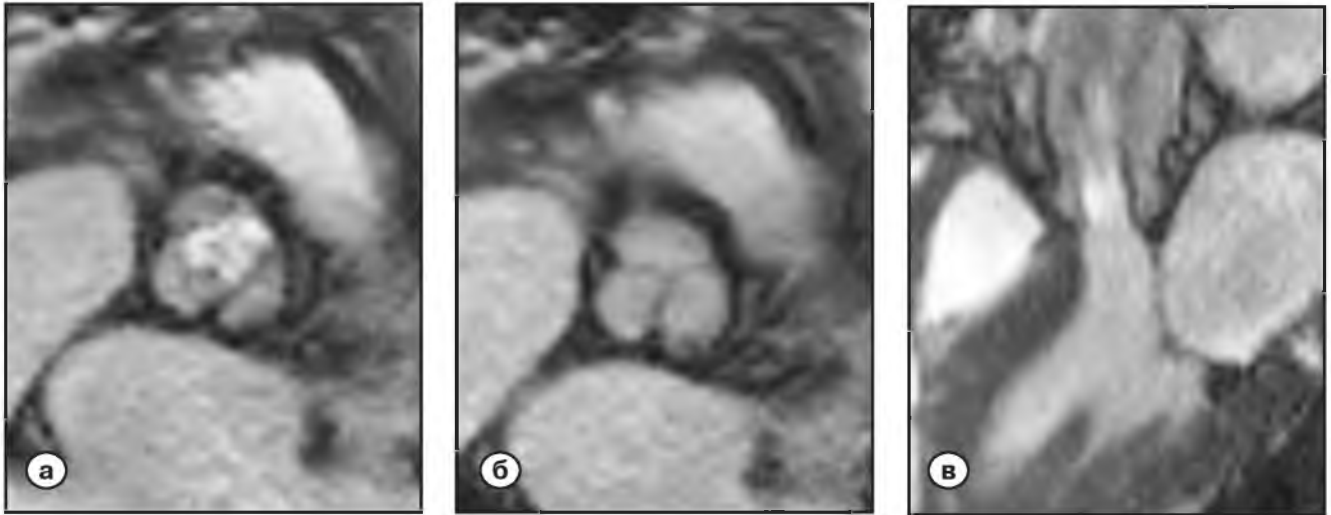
МРТ сердца. Клинический пример 2, случай большой площади открытия АК (7,1 см<sup>2</sup>) обусловленный широким фиброзным кольцом (30 мм) с достигнутой на операции полной коаптации створок АК, без аортальной регургитации.
